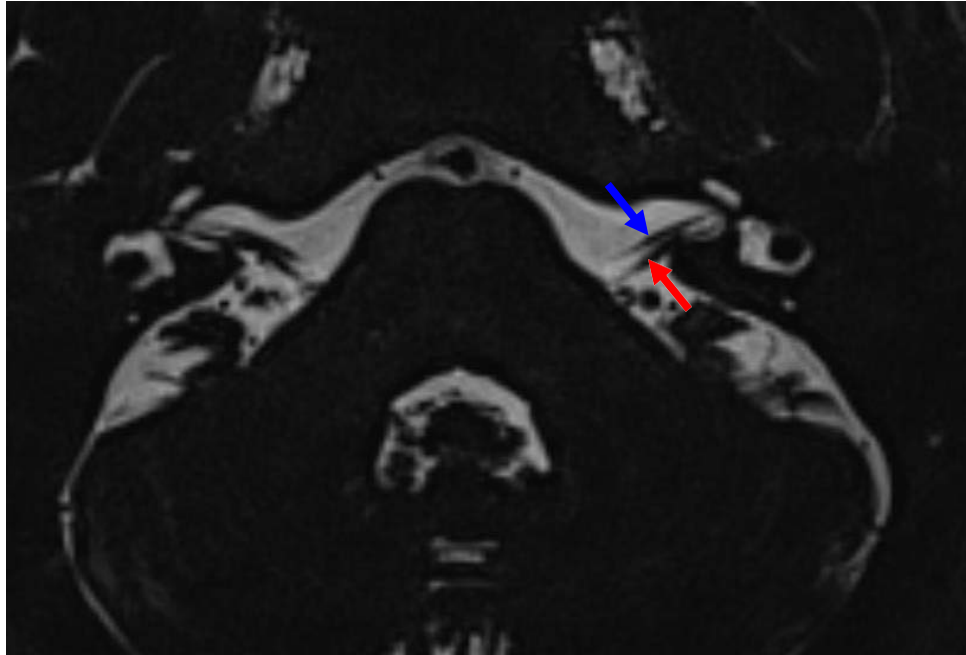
Coupe axiale d'IRM T2 montrant le trajet cisternal du paquet acoustico-facial [38].
